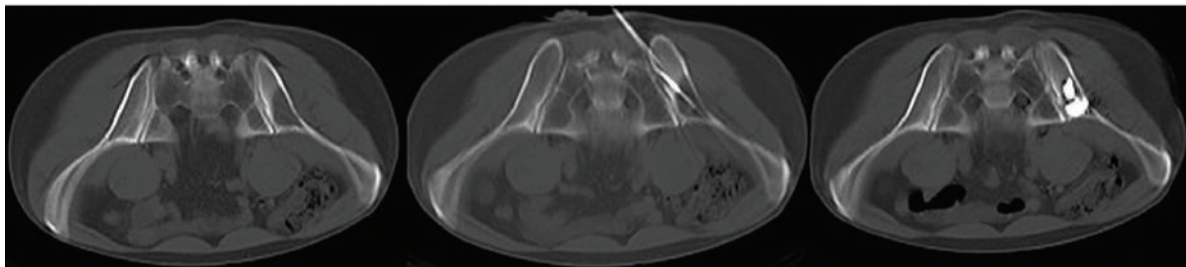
Компьютерная томография костей таза до проведенного лечения, во время радиочастотной термоабляции и после выполненной остеопластики. Литический компонент метастатической опухоли практически полностью заполнен костным цементом
